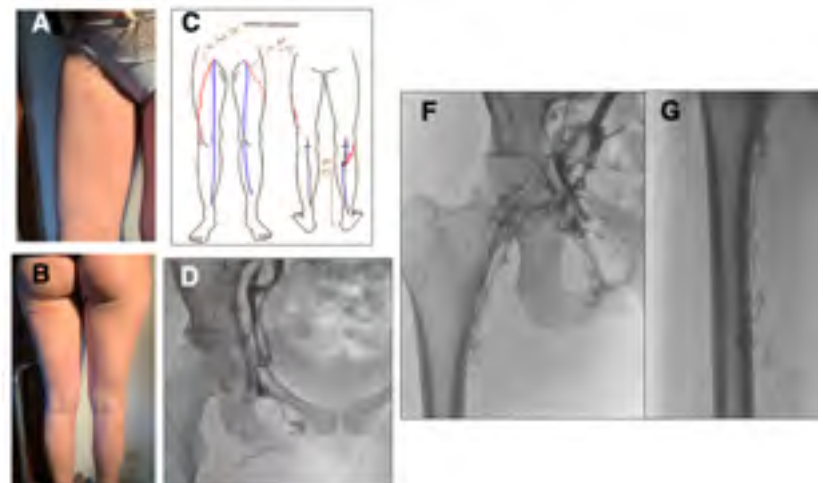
Tratamiento complementario de vasos atípicos. A y B. Canulación de vasos epifasciales guiada por vein viewer y ecodoppler de alta resolución. C. Resección escalonada de trayectos epifasciales.
